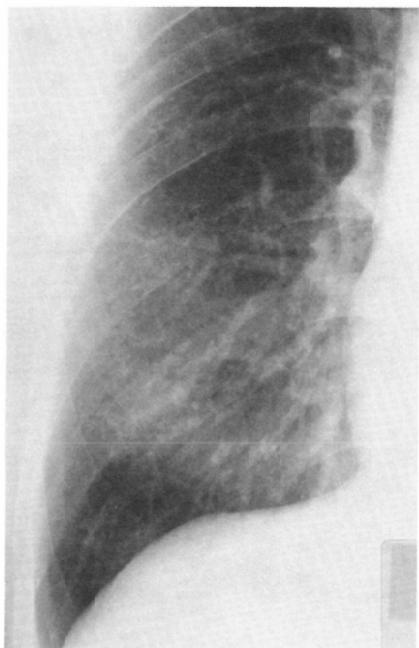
The mid and lower lung zones of posteroanterior roentgenogram of a 38-year-old manganese refinery worker, 16 years after first dust exposure. The roentgenogram reveals irregularity of lung markings as well as reticular pattern in the mid and lower lung zones. Ground-glass appearance is also shown.
